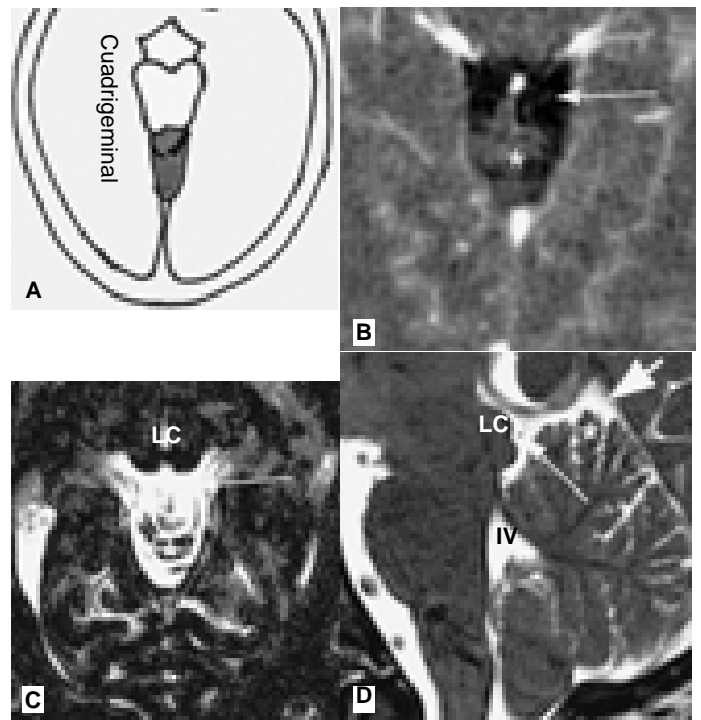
A) Relaciones de la cisterna vermiana superior y de la cuadrigeminal. B) Imagen de TC con contraste. C y D) Imágenes de RM, axial y sagital. En C y D, flecha grande, cisterna vermiana superior; flecha larga, cisterna cuadrigeminal; IV, cuarto ventrículo; * culmen; LC, lámina cuadrigeminal.
